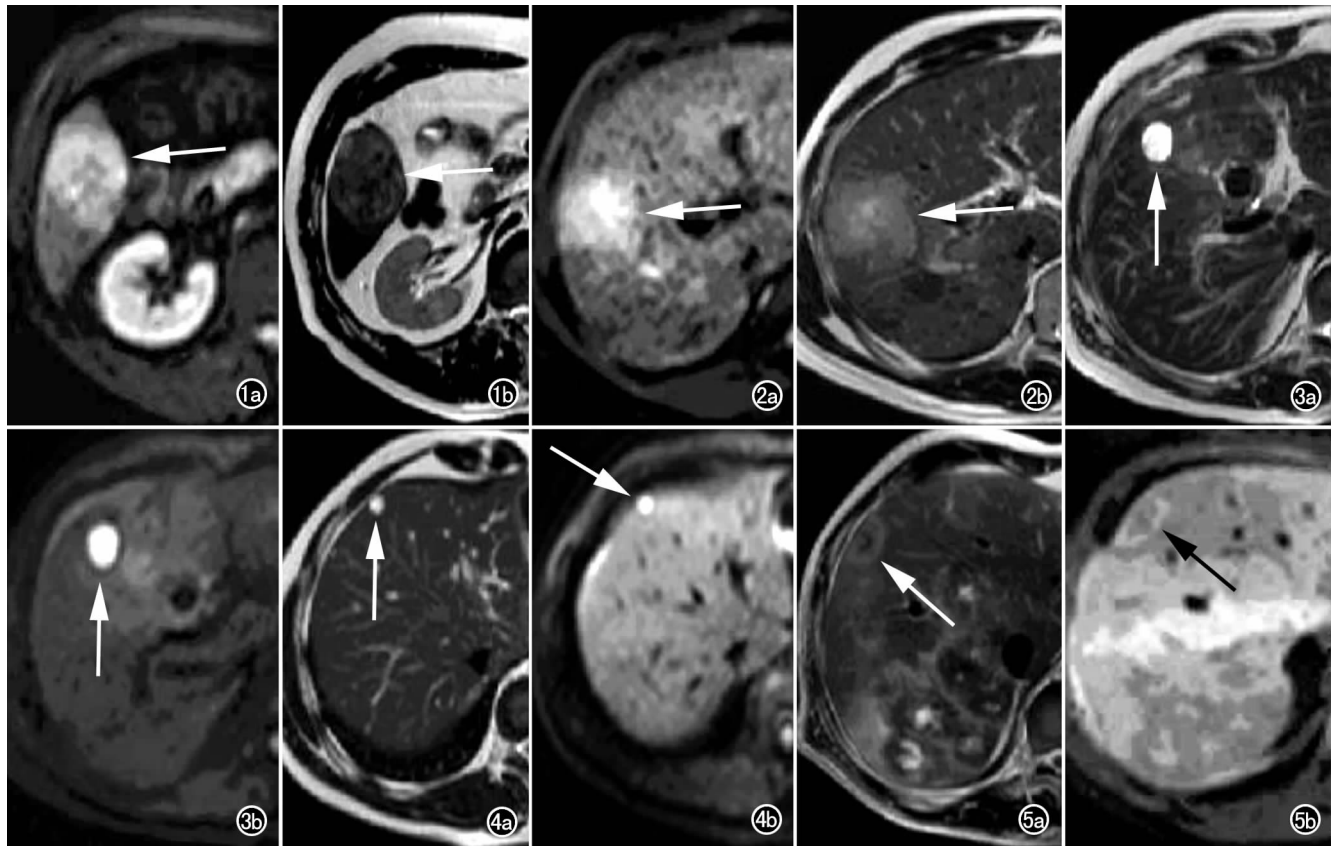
肝右叶原发性肝癌。a) DWI $b=50\text{s/mm}^2$; b) $T_2\text{WI}$ 显示肝右叶稍高信号肿块。图 2 肝右叶原发性肝癌。a) DWI $b=50\text{s/mm}^2$; b) $T_2\text{WI}$ 显示肝右叶稍高信号肿块。图 3 肝右叶囊肿。a) $T_2\text{WI}$ 示肝右叶高信号囊肿; b) DWI $b=50\text{s/mm}^2$ 。图 4 肝右叶小血管瘤。a) $T_2\text{WI}$ 示肝右叶高信号肿块; b) DWI $b=50\text{s/mm}^2$ 。图 5 转移性肝癌。a) $T_2\text{WI}$ 示肝右叶多发性稍高信号肿块; b) DWI $b=50\text{s/mm}^2$ 。
